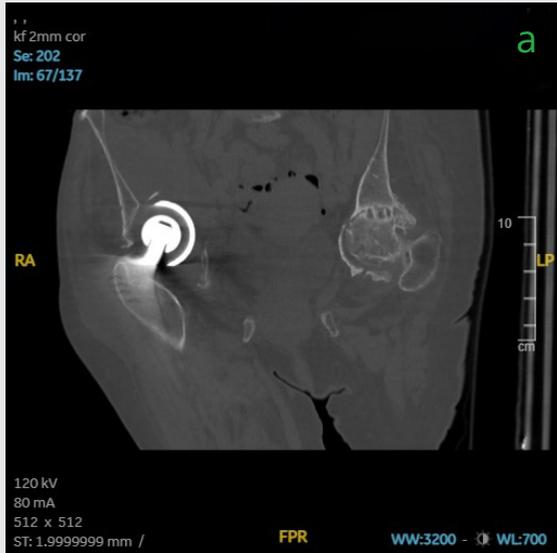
bis c Präoperative CT-Bildgebung in der Frontal-Ebene (a) und Sagittal-Ebene (b, c)
